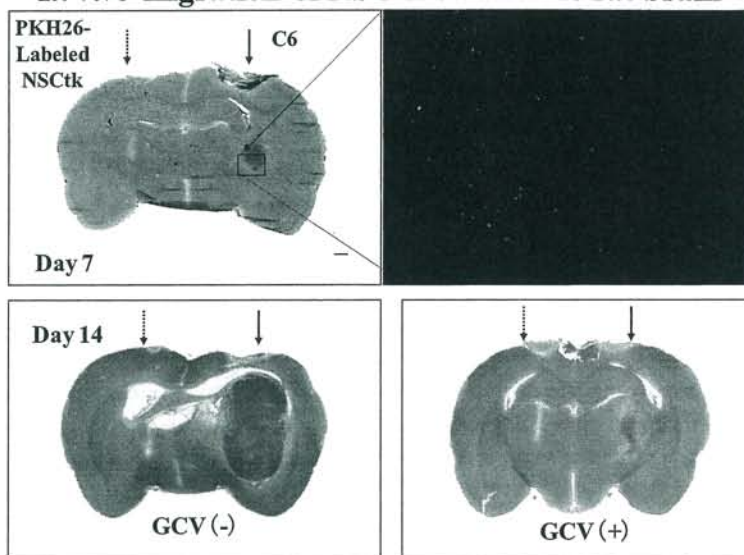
NSC細胞の腫瘍に対する遊走能と対側NSCtk移植によるTK-neural stem cell therapyの効果
